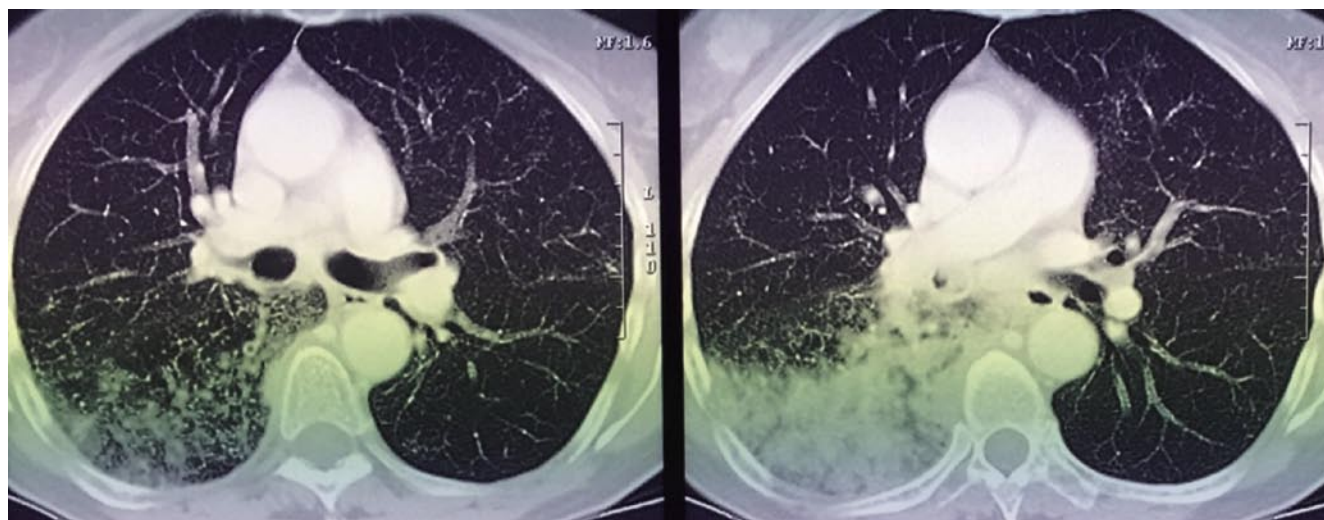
КТ органов грудной клетки после консервативной терапии
